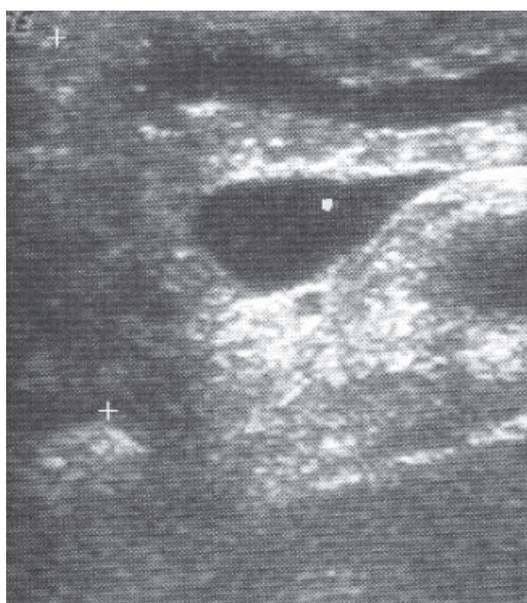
Интраоперационное УЗИ: псевдотуморозный панкреатит – расширение главного панкреатического протока
